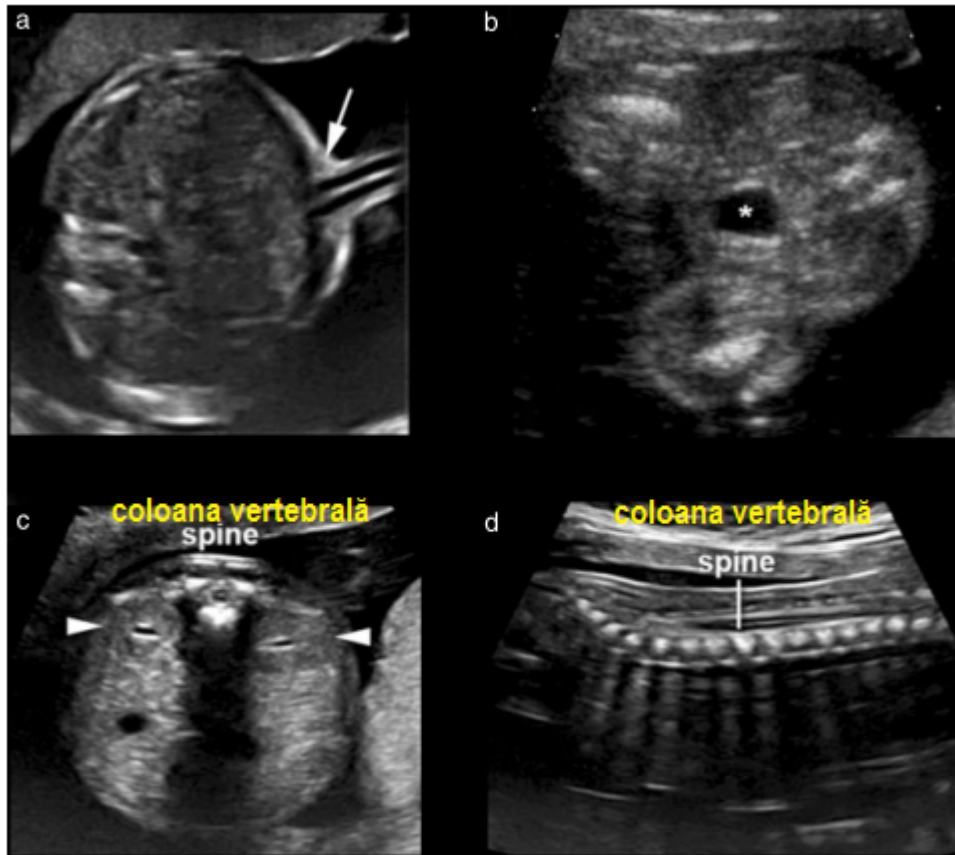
Vizualizarea ecografică a inserției cordonului ombilical, a vezicii urinare cu arterele ombilicale, a rinichilor și coloanei vertebrale. Aria de inserție a cordonului ombilical în abdomenul fetal (a, indicată prin săgeată) oferă informații despre prezența defectelor peretelui anterior, precum omfalocelul sau gastroschizisul. Vezica urinară fetală (b,*) și ambii rinichi (c, indicați prin triunghi) ar trebui identificați. Secțiuni axiale și longitudinale la nivelul coloanei realizează un screening eficient pentru detecția spinei bifide, în special când aceste planuri de scanare prezintă anomalii asociate cu deformarea craniului fetal la nivel frontal și obliterarea cisternei magna (c,d).
